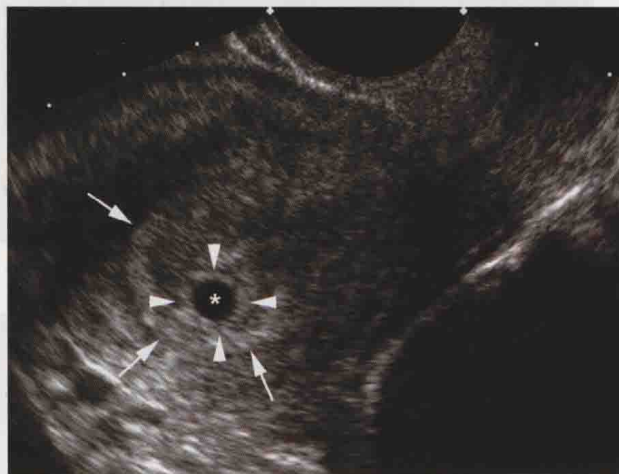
妊娠5周胎囊：双环征。子宫正中矢状切面，显示子宫中部高回声（蜕膜）内可见胎囊，呈液体积聚样表现（*），被两层环状回声包绕。内环（三角箭头）紧邻胎囊并将其完全包绕，外环（箭头）部分环绕胎囊。随访6周后超声扫查，发现该妊娠11周的胎儿具有胎心搏动，证实为宫内妊娠。
